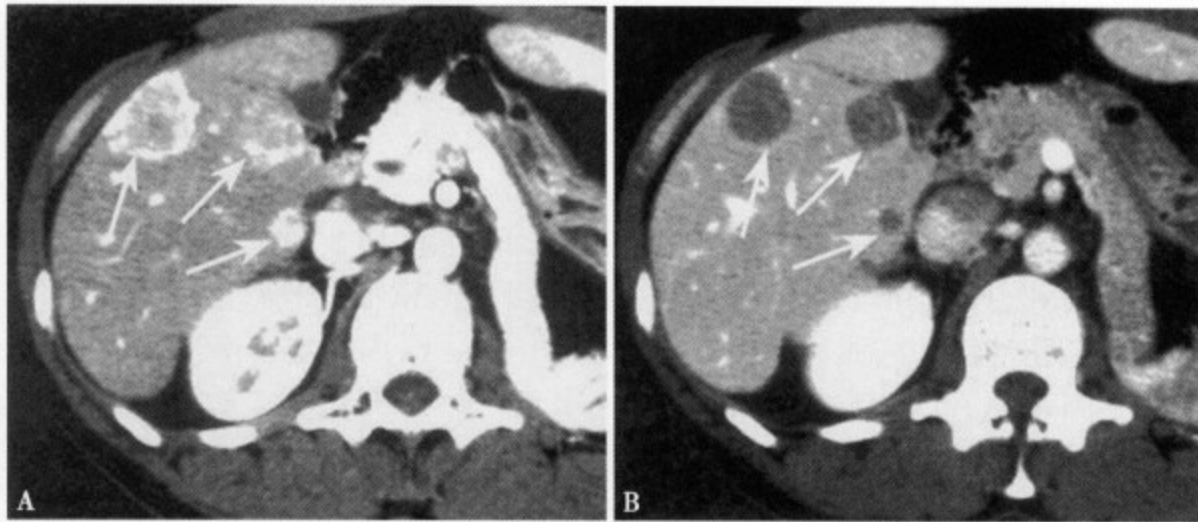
增强 CT 动脉期 (A) 内显示多个大小不等结节状转移灶, 边缘强化较明显; 门静脉期 (B) 肝内病灶呈边缘清楚的低密度灶
